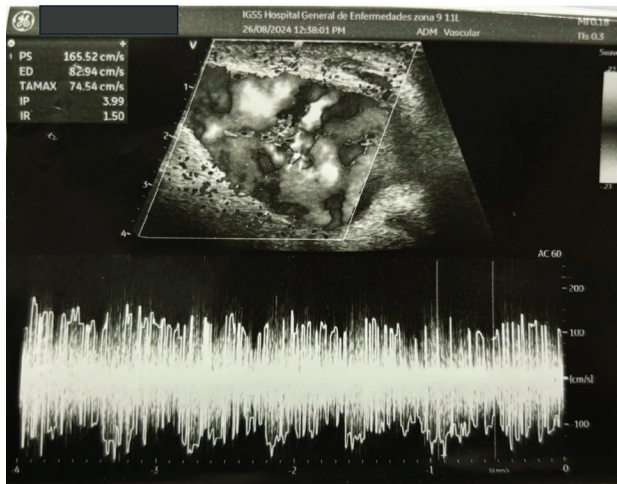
Ultrasonido doppler de miembro superior derecho, vista transversal, donde se evidencia pseudoaneurisma de fístula arteriovenosa braquiocefálica.
